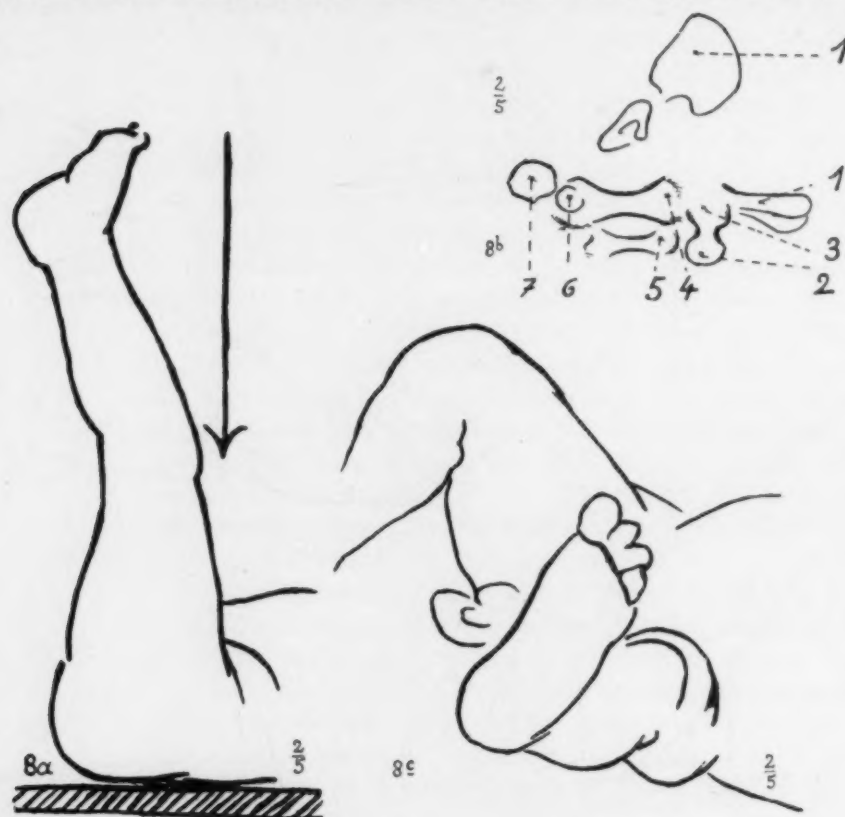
c. Untere Extremität gestreckt und um 90° gegen die Unterlage verkantet. (Knochenschatten von Mittelfuß und Zehen herausgelassen.) a) Projektionsskizze. b) Röntgenbild: 1. Os ilei. 2. Proximale Femurmetaphyse. 3. Distale Femurmetaphyse (Femur in stärkster Verkürzung axial getroffen). 4. Proximale Tibiametaphyse. 5. Fibula. 6. Talus. 7. Calcaneus. Völlig ungewohntes Bild, dessen Analyse sehr schwierig ist; zwischen 3 und 4 befindet sich das Kniegelenk, bei 6 das Fußgelenk. c) Aufsicht im Sinne des Zentralstrahles dem Röntgenbild entsprechend.
